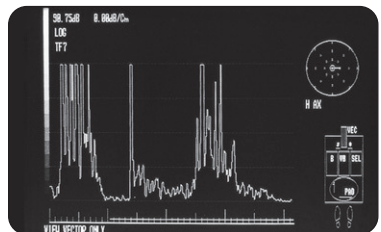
Écran d'affichage d'une échographie en mode A
